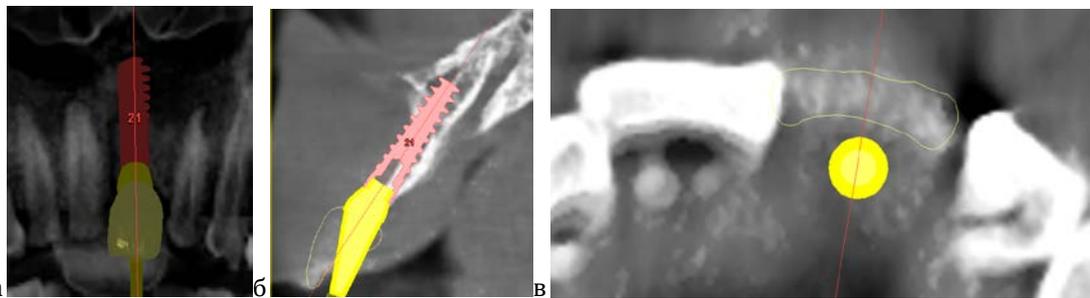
а) На этапе планирования после изучения компьютерной томограммы вывод о недостатке кости и плохом ее качестве подтвердился, тогда было принято правильное, как показала практика, решение о проведении двухэтапной имплантации с использованием одновременной костной аутопластики. б) На этапе предварительного планирования был выбран имплантат компании Альфа Био длиной 16 мм. диаметром 3,3 явно превышающим мезиодистальный размер альвеолярного гребня, с учетом возмещения недостающей кости трансплантатом. в) Оптимальное эстетическое расположение имплантата зависит от надлежащего трехмерного позиционирования в четырех позиционных параметрах: букколингвальном, мезиодистальном и апикорональном, а также от углов его наклона. Имплантат спланировали таким образом, что щечный аспект не касается воображаемой линии соединяющей режущие края соседних зубов.
